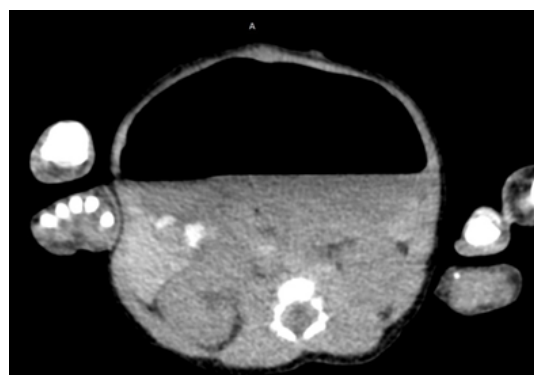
Tomografía axial computarizada de abdomen y pelvis, en corte sagital y axial sin administración de contraste endovenoso, con contraste oral, se evidencia dilatación que se extiende desde cardias, hasta íleon, con evidencia de nivel hidroaéreo sugestivo de obstrucción intestinal
